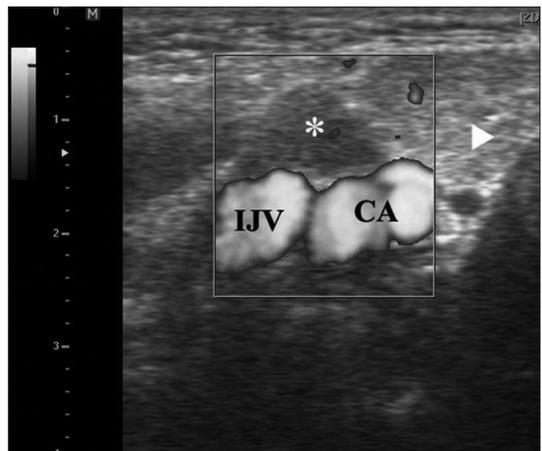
Right submandibular area ultrasonogram shows lymph node enlargement (astrix) behind right submandibular gland (arrow head) and right internal jugular vein (IJV), right carotid artery bifurcation (CA).
